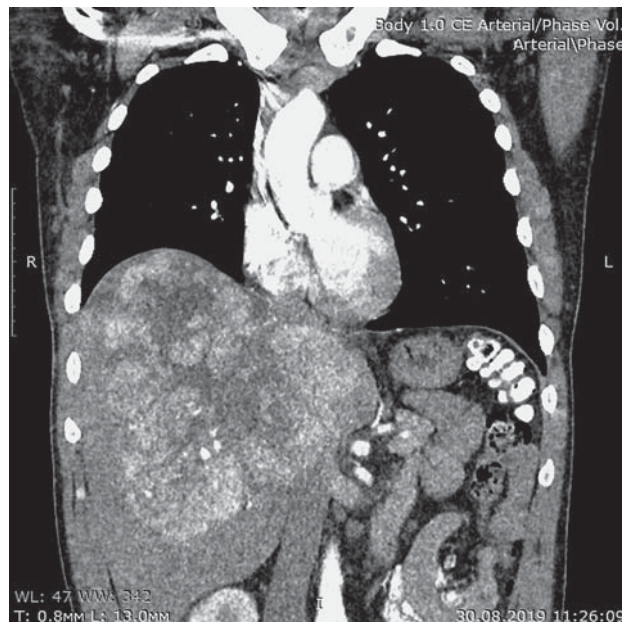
Компьютерная томограмма. Печеночноклеточный рак, тотальное поражение органа.
